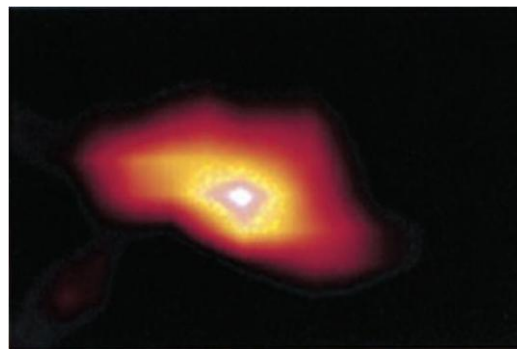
Imagem de PET vista frontal: (a) Imagem sincronizada com os tempos médios do ciclo. (b) Sincronismo por mapeamento CT e técnica de apnéia no final da inspiração. (c) Imagem sincronizada por mapeamento CT e protocolo de respiração livre (P H JARRITT, 2005)
